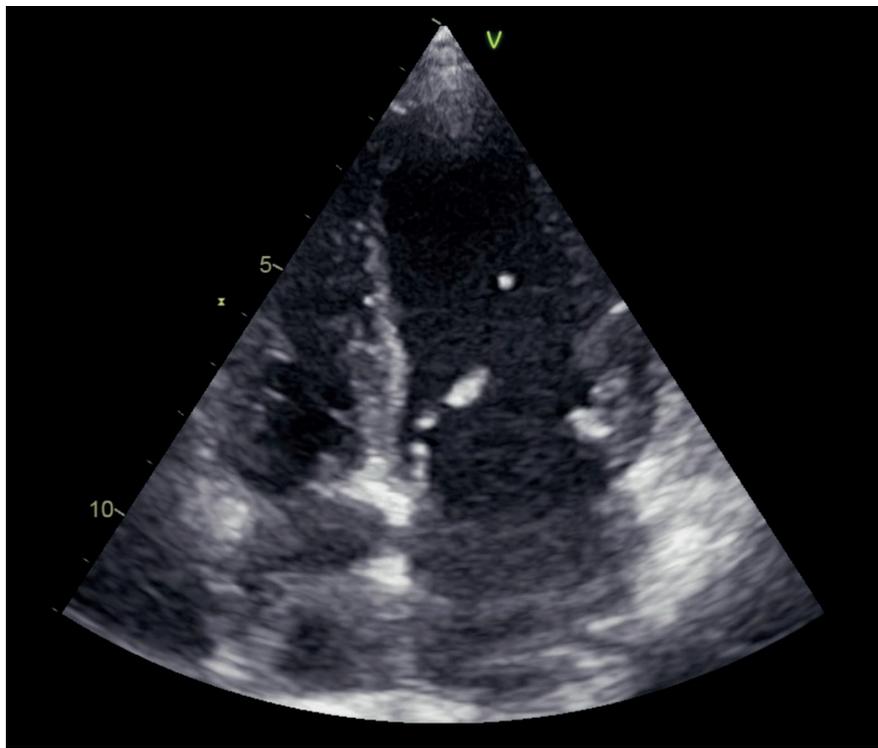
Ecocardiograma transtorácico que evidencia válvula mitral.
